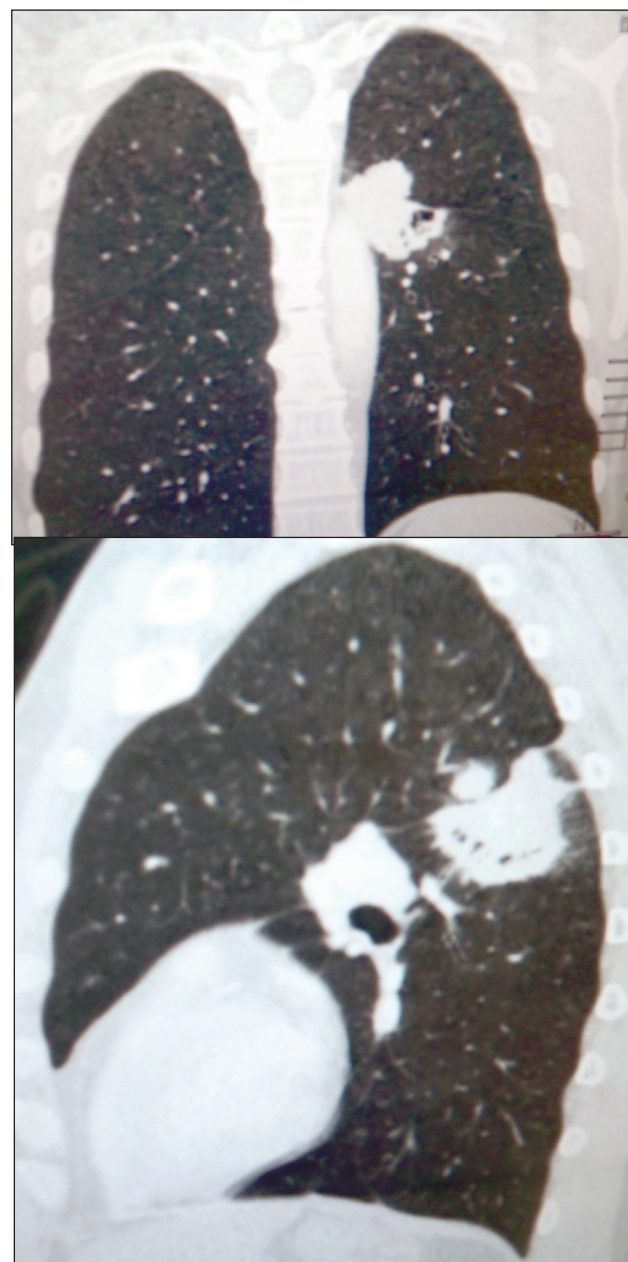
Шистосоматозная гранулема верхней доли левого легкого. КТ: а) фронтальная реконструкция – определяется многоузловое с бугристыми контурами мягкотканое образование; б) саггитальная реконструкция, тот же больной
